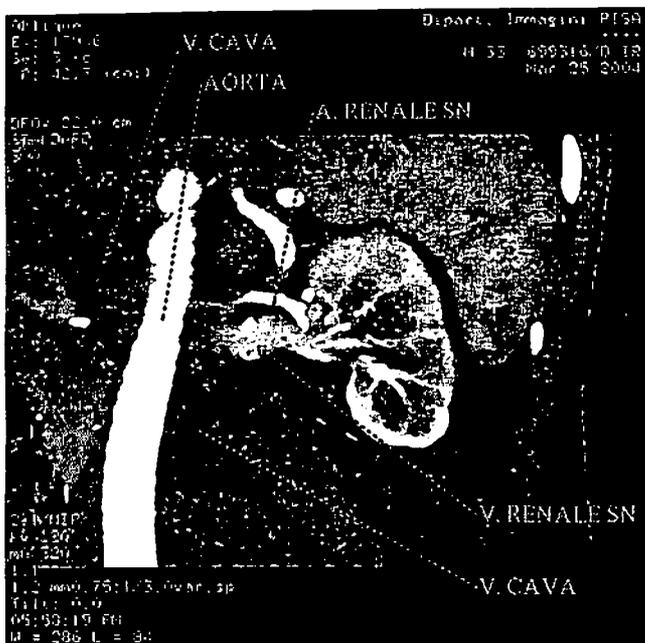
Ricostruzione angio-TC. Anatomia dei vasi renali a sinistra.
